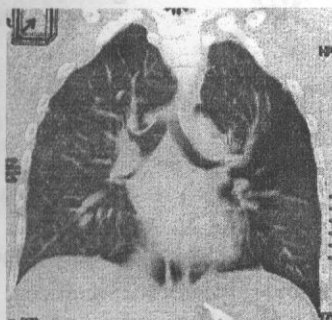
Copilul M. a suportat torcotomie, lobectomie superioară pe stînga la o lună de viață. Tomografie computerizată la vârsta de 17 ani. Desenul pulmonar nu atestă modificări patologice în pulmon.
